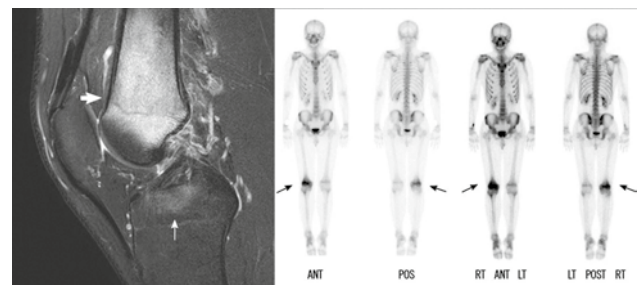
МРТ колінного суглоба в Т2-режимі в сагітальній проекції, що демонструє посилення сигналу від метафізи великогомілкової кістки (коротка стрілка) та передньої хрестоподібної зв'язки (довга стрілка) (зліва) та радіосцинтиграма, що візуалізує накопичення ізотопу в метафізі правої стегнової кістки (справа) у пацієнта з дефіцитом IgM, що проявляється у вигляді мультифокального остеомієліту (за С.Л. Jung зі співавт.)
